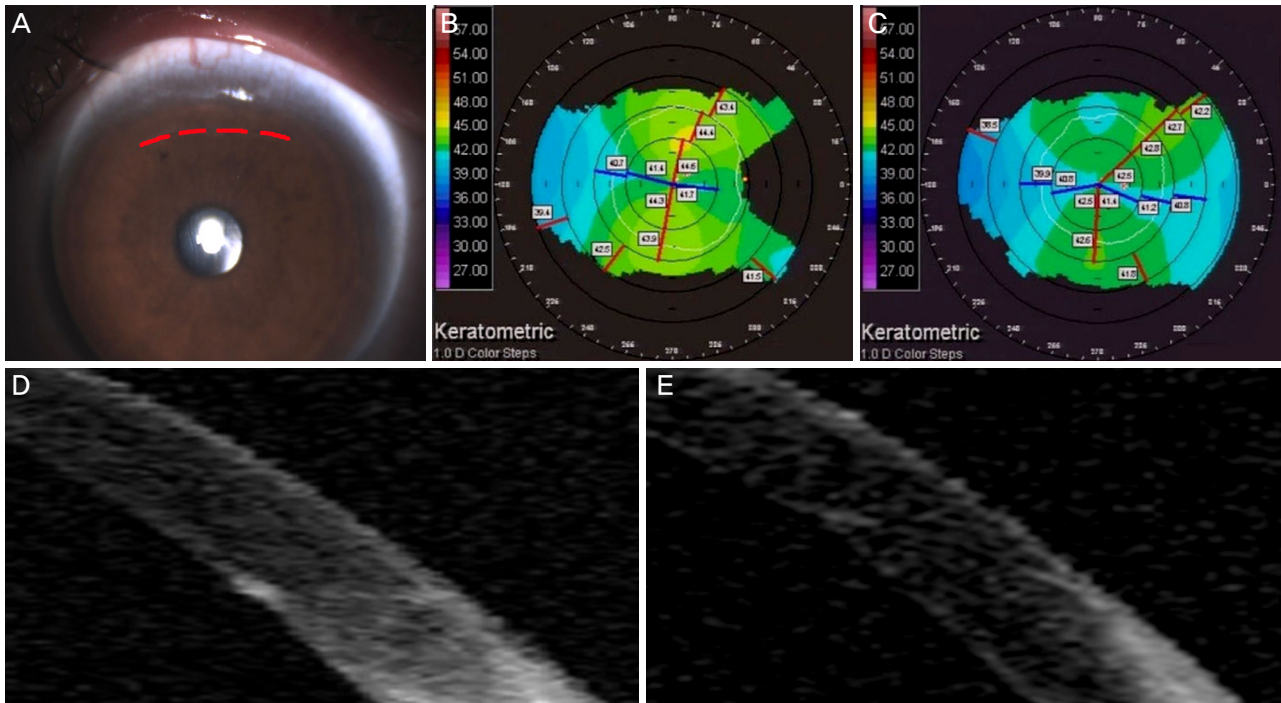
Case example. Beveled full thickness astigmatic keratotomy was performed on the left eye at 12:30 o'clock direction, 5.7-mm width in a patient after ICL implantation. (A) The incision is faintly seen on slit-lamp photography at 1 month postoperatively (dotted line). (B) Kmax was 44.6 D at steep axis on preoperative topography. UCVA was 20/30, CDVA was 20/20, refraction was $+1.5 -2.75 \times 165^\circ$ preoperatively. (C) At the 1 month postoperative visit, UCVA and CDVA were 20/16, refraction was $+0.25 -0.25 \times 170^\circ$. Kmax was 42.5 D at steep axis. (D) Anterior OCT image of the incision site for ICL implantation. Perpendicular incision can be seen. (E) Anterior OCT image of the incision site for astigmatic keratotomy. Beveled, full thickness incision can be seen. ICL = implantable collamer lens; K = keratometry; UCVA = uncorrected visual acuity; CDVA = corrected distance visual acuity; OCT = optical coherence tomography.
